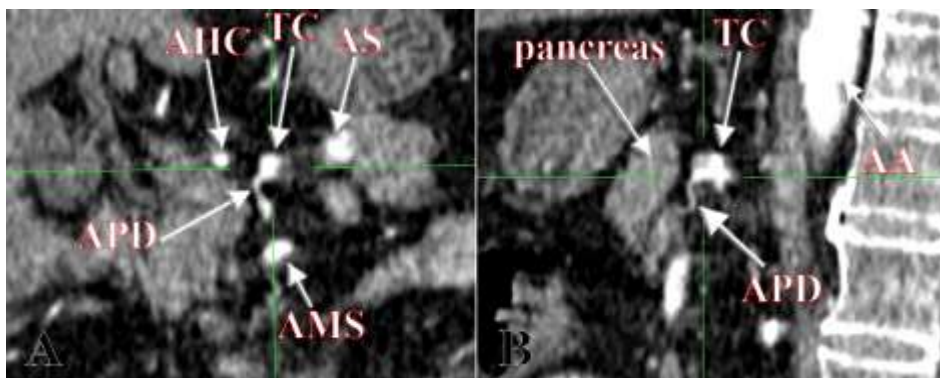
Secțiuni planare (MPR) coronală (A) și sagitală (B) care demonstrează originea a.pancreatică dorsale din trunchiul celiac. AA: aorta abdominală; AHC: a.hepatică comună; TC: trunchiul celiac; APD: a.pancreatică dorsală; AS: a.splenică; AMS: a.mezenterică superioară.
